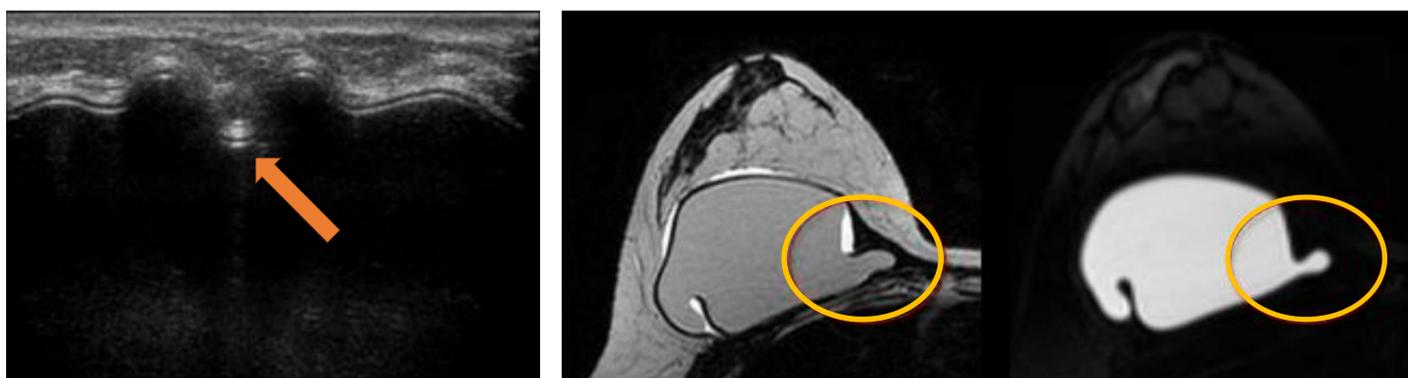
Ecografía y RM T2 y STIR específica de silicona.
